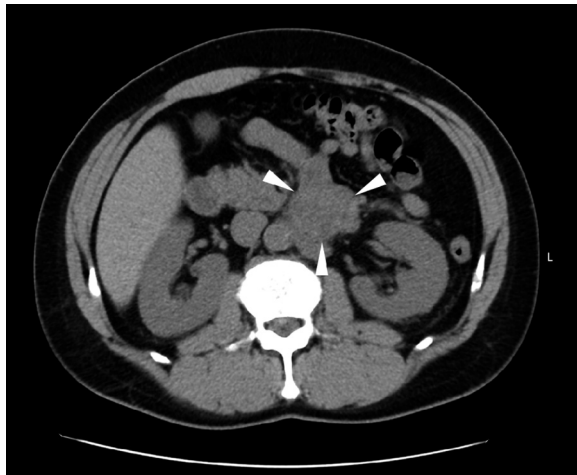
Abdominal CT demonstrated lymph node swelling in 4.5 cm diameter at para-aortic region.
